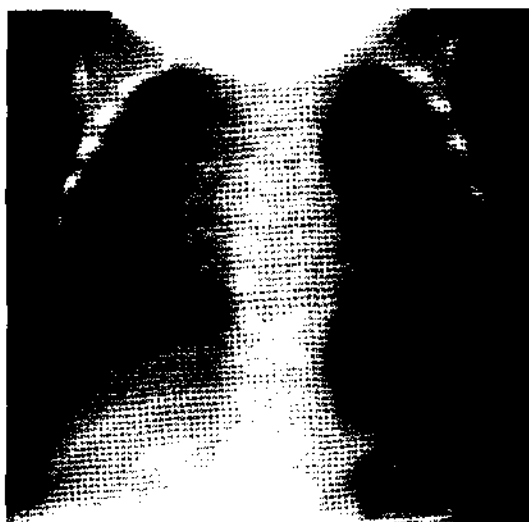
Radiografía de tórax prealta: mediastino centrado, leve estenosis de bronquio fuente izquierdo.
